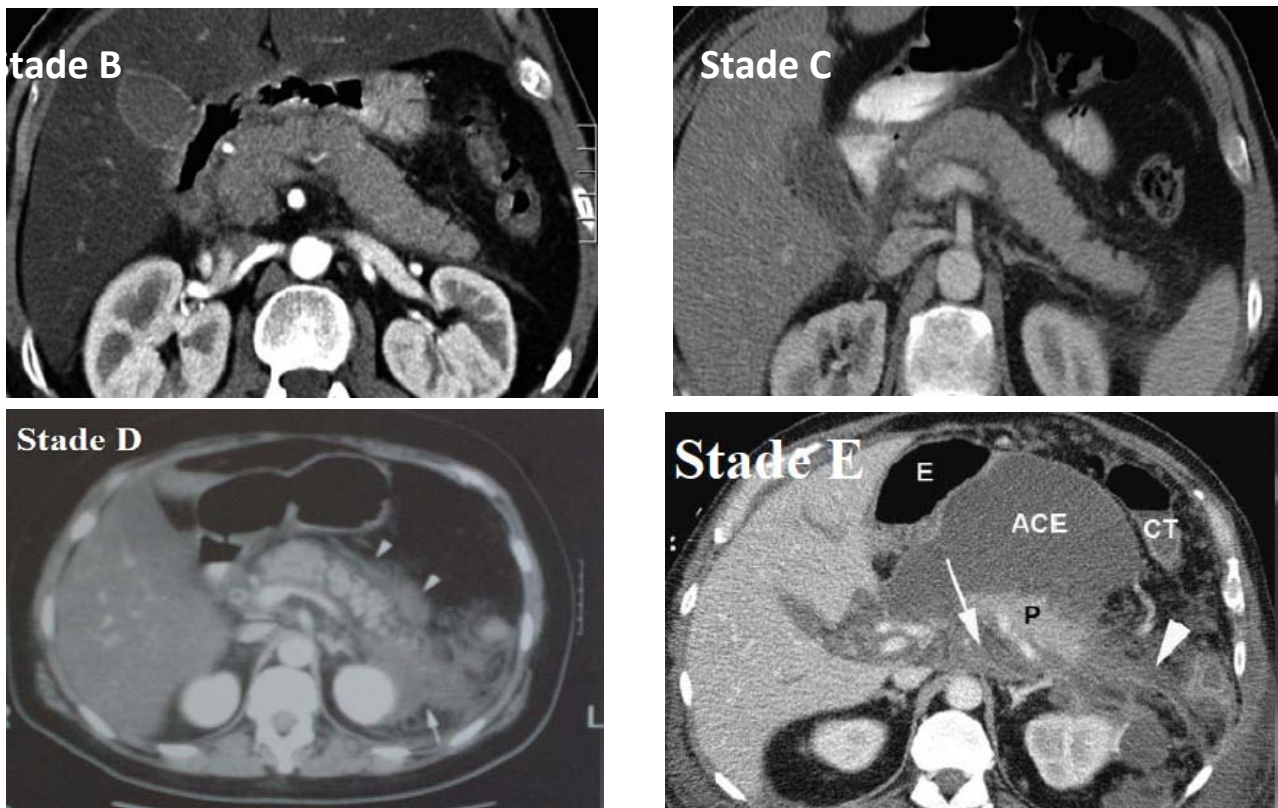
TDM montrant les stades : B , C , D , E de pancréatite aiguë selon la classification de Balthazar.
